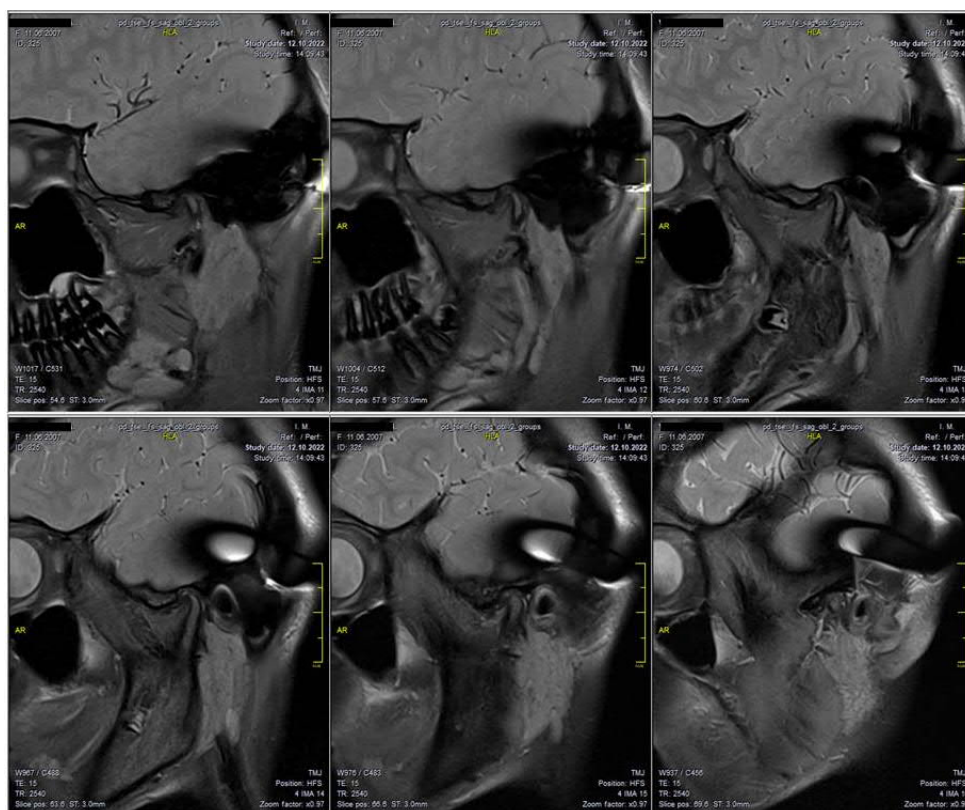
МРТ СНЦС у бічній проєкції при закритому роті.
